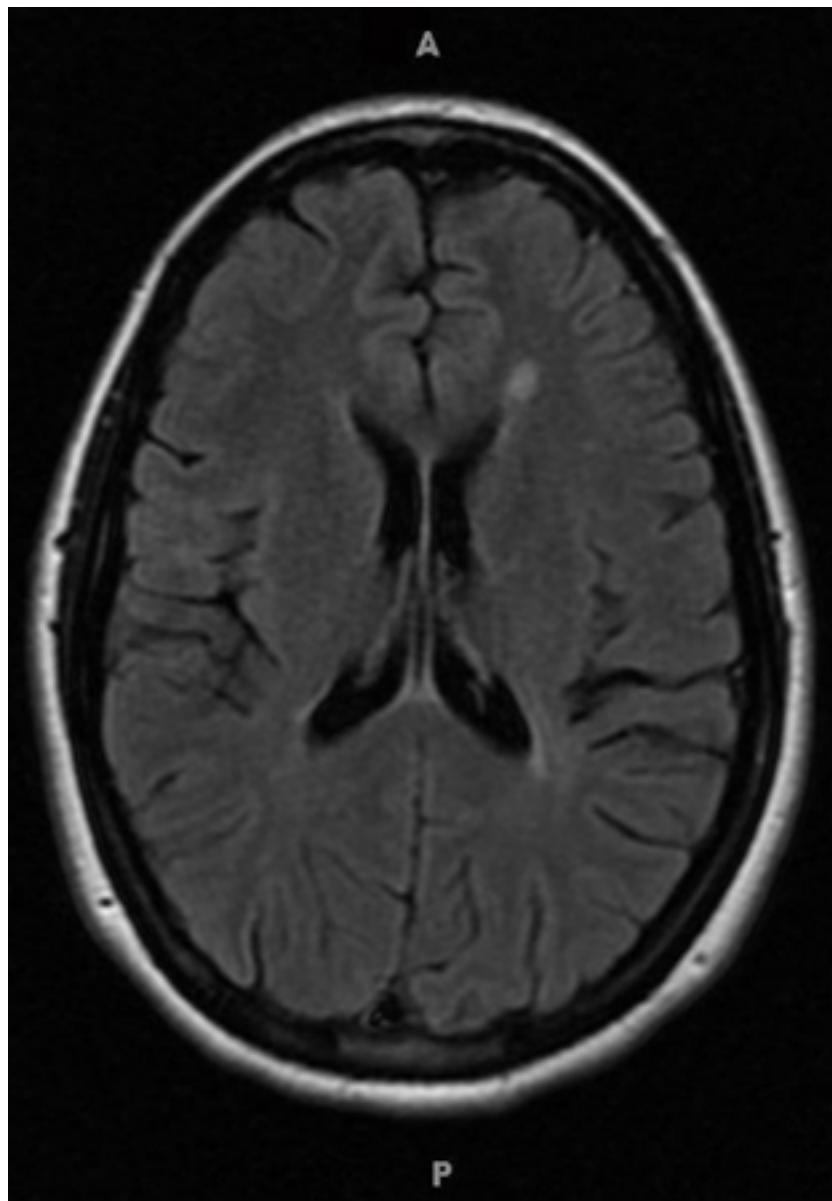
Lesões da substância branca típicas indicativas de risco de esclerose múltipla (ressonância nuclear magnética [RNM])
